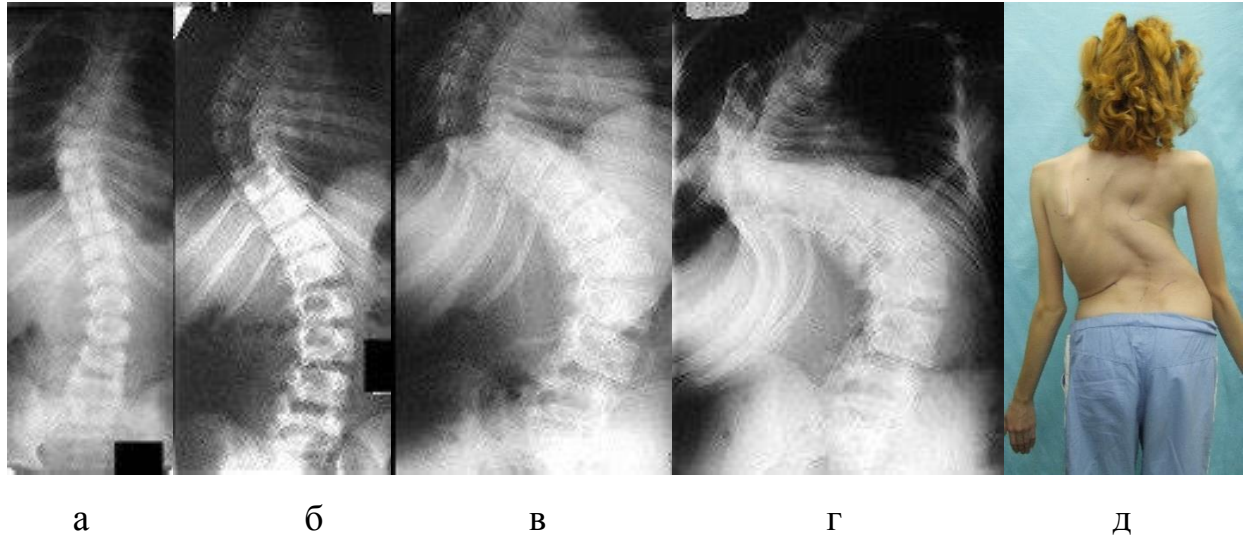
Рентгенограммы позвоночника пациентки в прямой проекции: а – в возрасте 12 лет; б – 13 лет; в – 14 лет; г – 16 лет; д – внешний вид пациентки с тяжелым идиопатическим сколиозом
